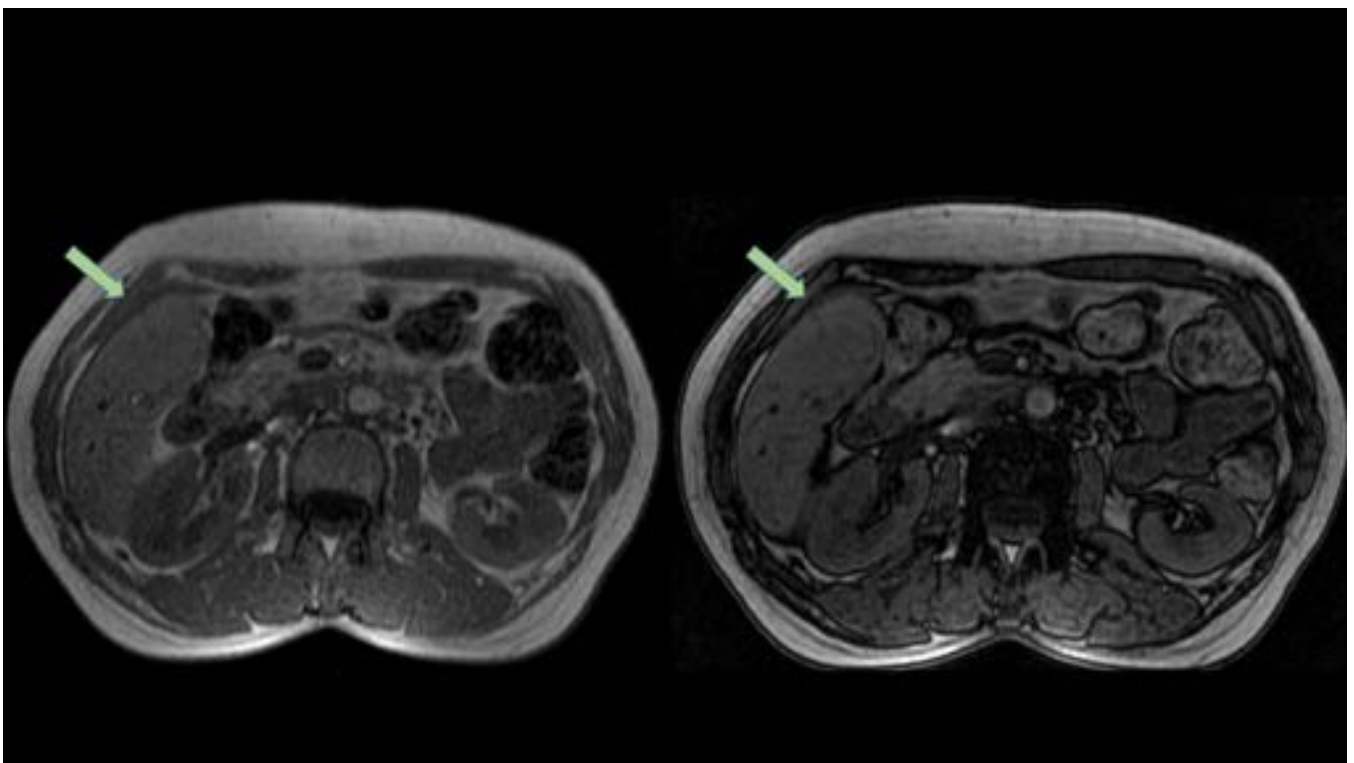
RM hepática T1 en fase y T1 en fuera de fase. Se aprecia una lesión ocupante de espacio
